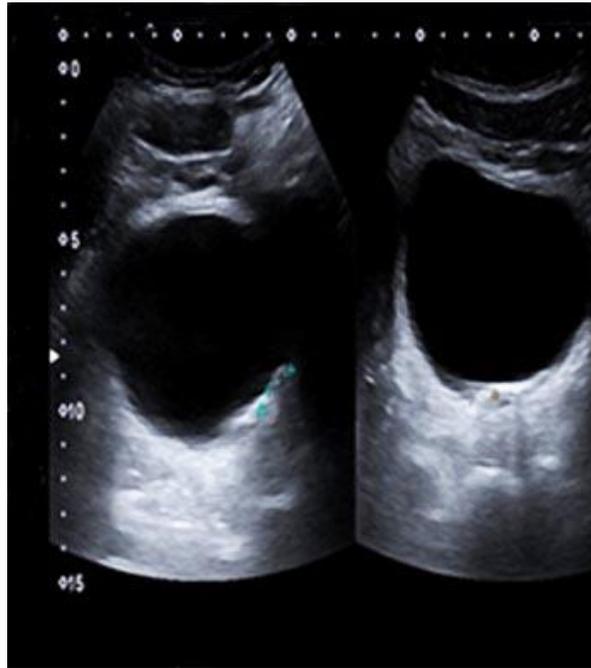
Ultrasonografía vesical. Imágenes que producen ecorrefrigencia y hace sospechar litiasis vesical.
